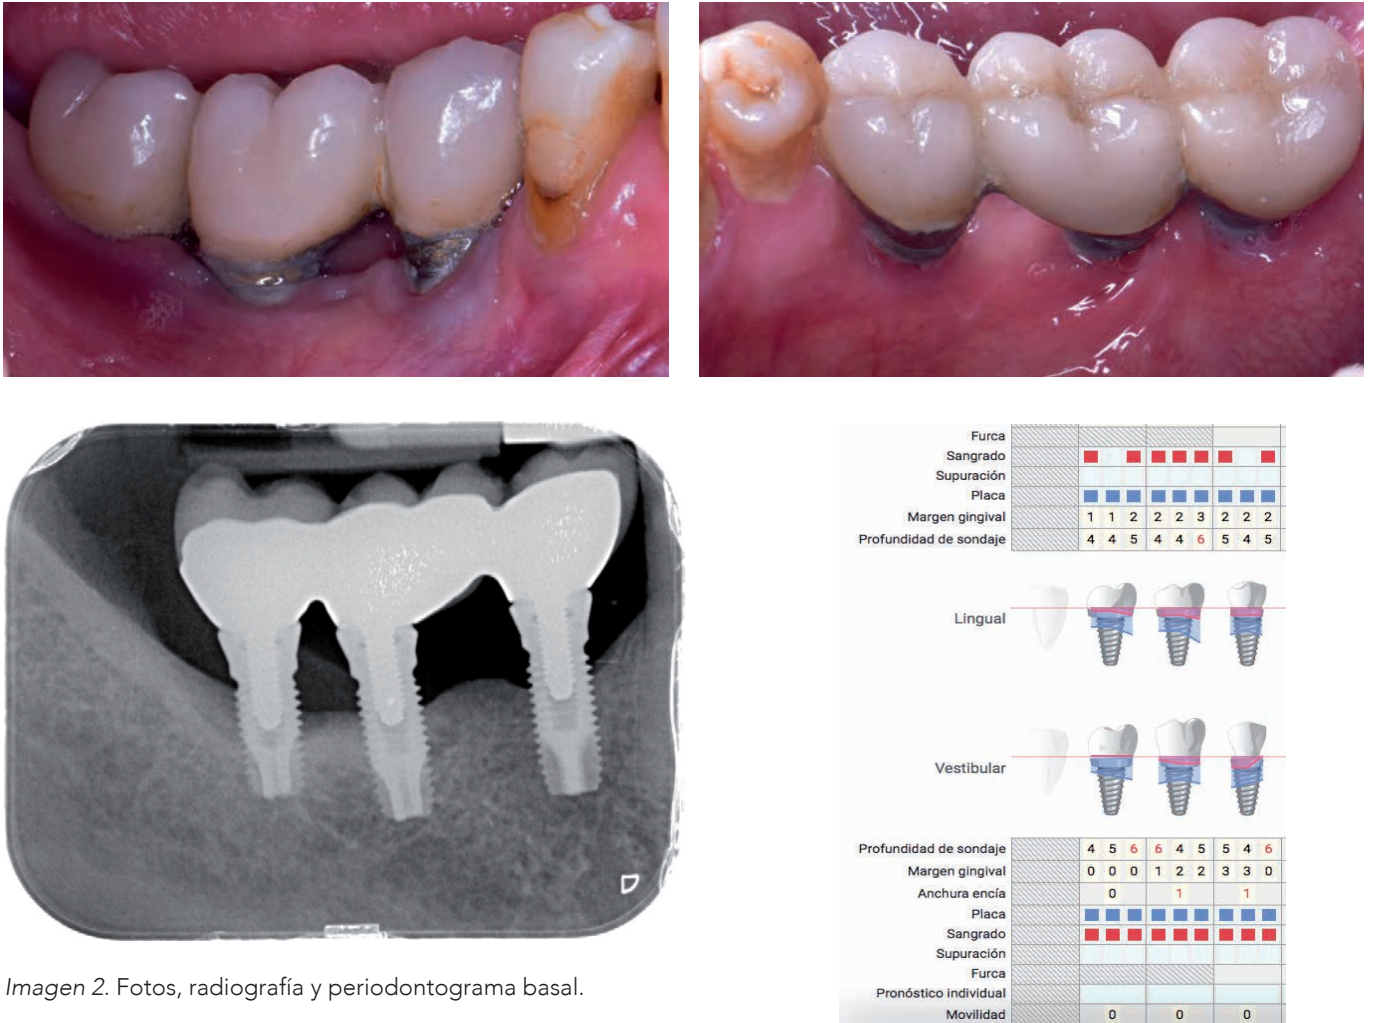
Fotos, radiografía y periodontograma basal.
